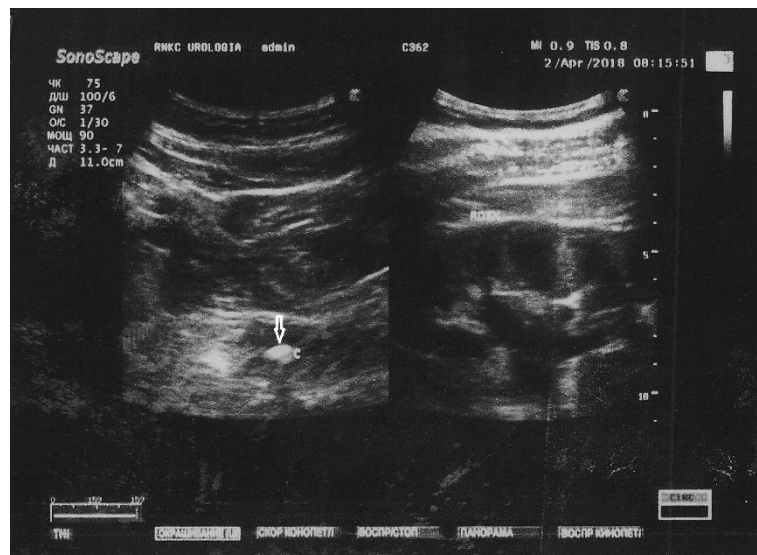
УЗИ. Уретеролитиаз справа. Камень н/3 мочеточника
